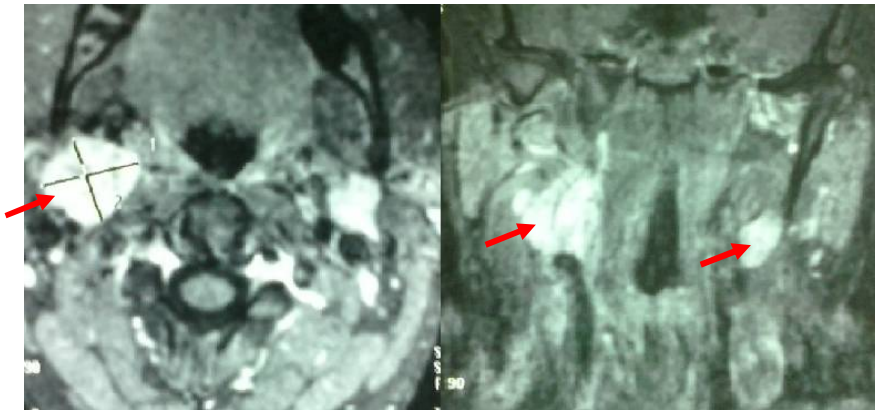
IRM cervicale en séquence pondérée T1 avec injection du Gadolinium (coupes axiale et frontale) : Paragangliome carotidien bilatéral.
